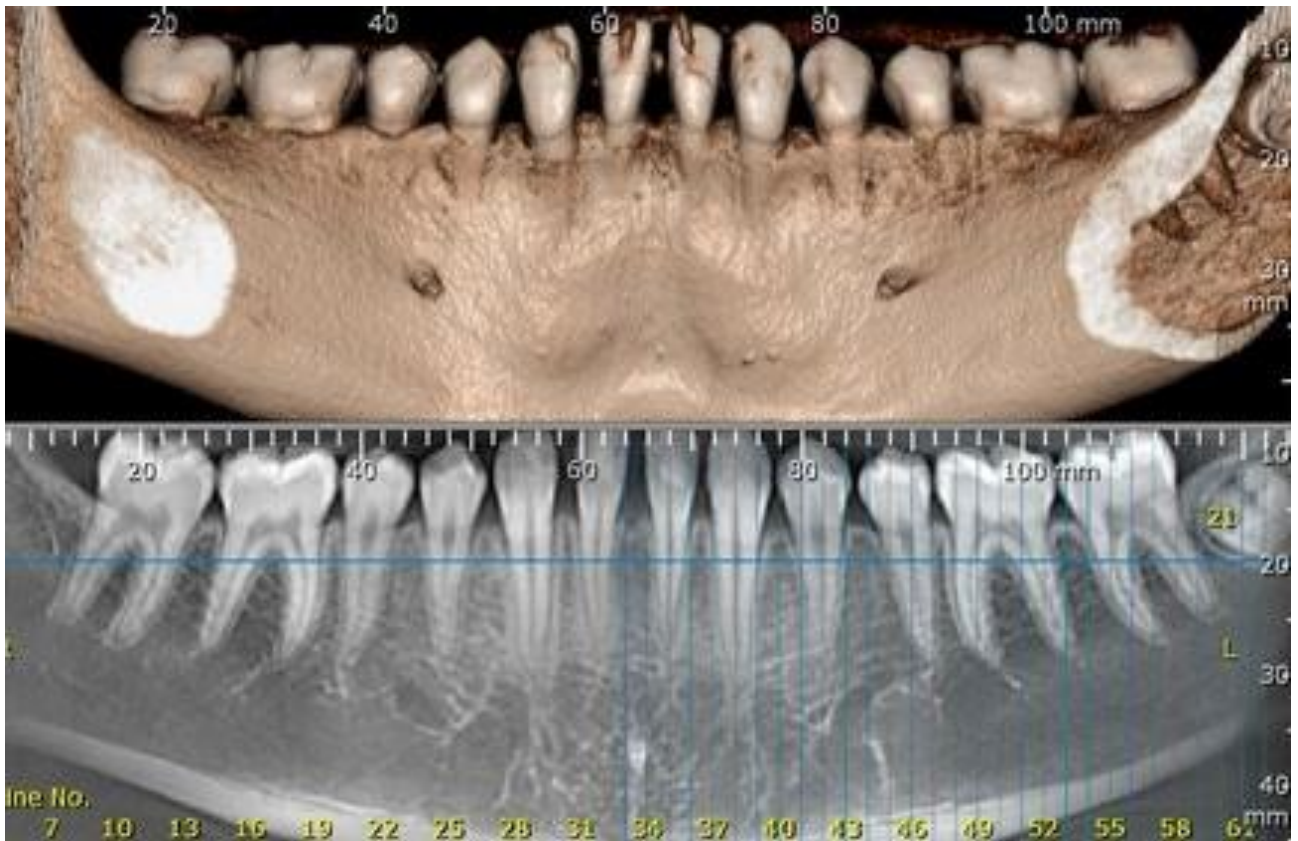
Absența congenitală a incisivilor laterali inferiori - investigație CBCT
